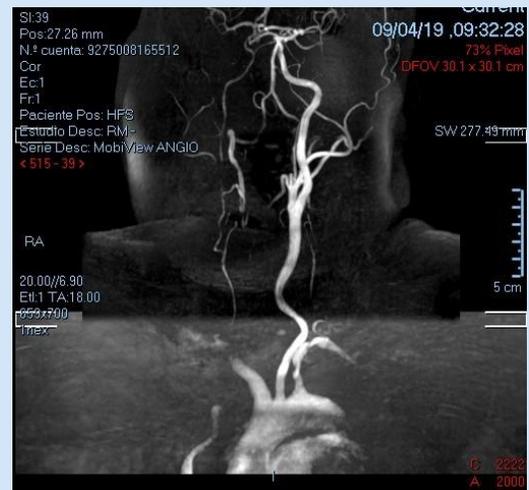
Angiorresonancia de troncos supraaórticos.
